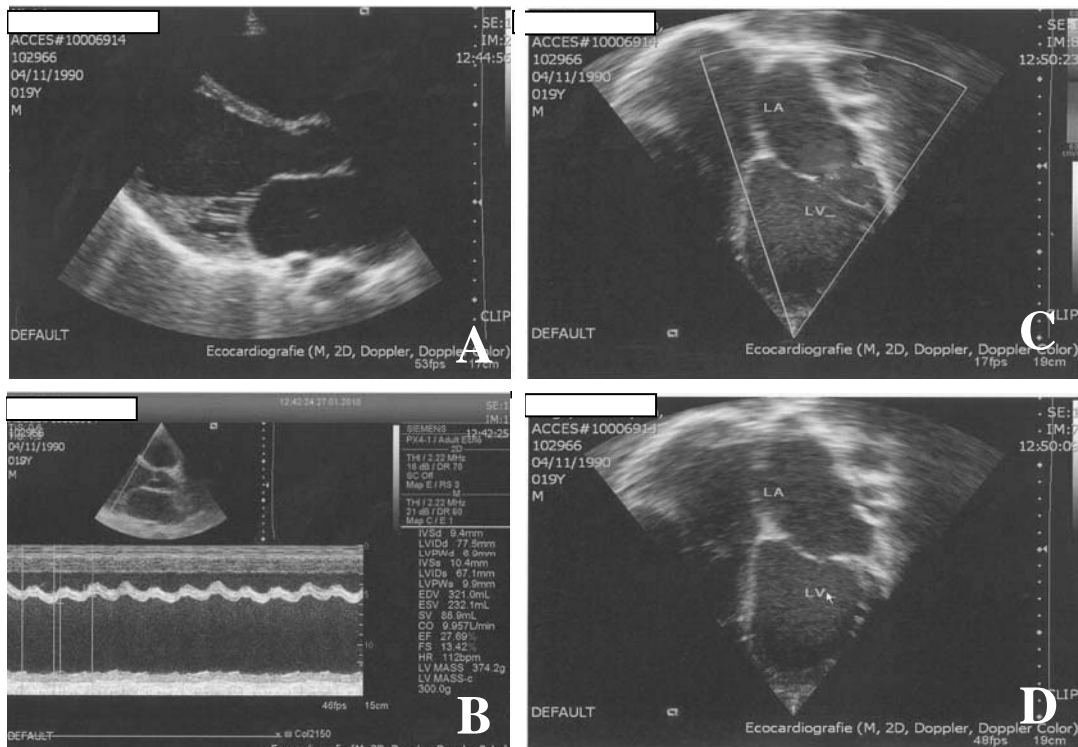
Ecocardiografia pacientului D., metode de măsurare a dimensiunilor VS. În secțiunile parasternal ax lung: A- ecografia 2D; B- modul M, ghidat 2D; în secțiunea apicală 4 camere: C și D –măsurarea dimensiunilor VS cu evidențierea regurgitației valvulare mitrale și lichid în cavitatea pericardului.
